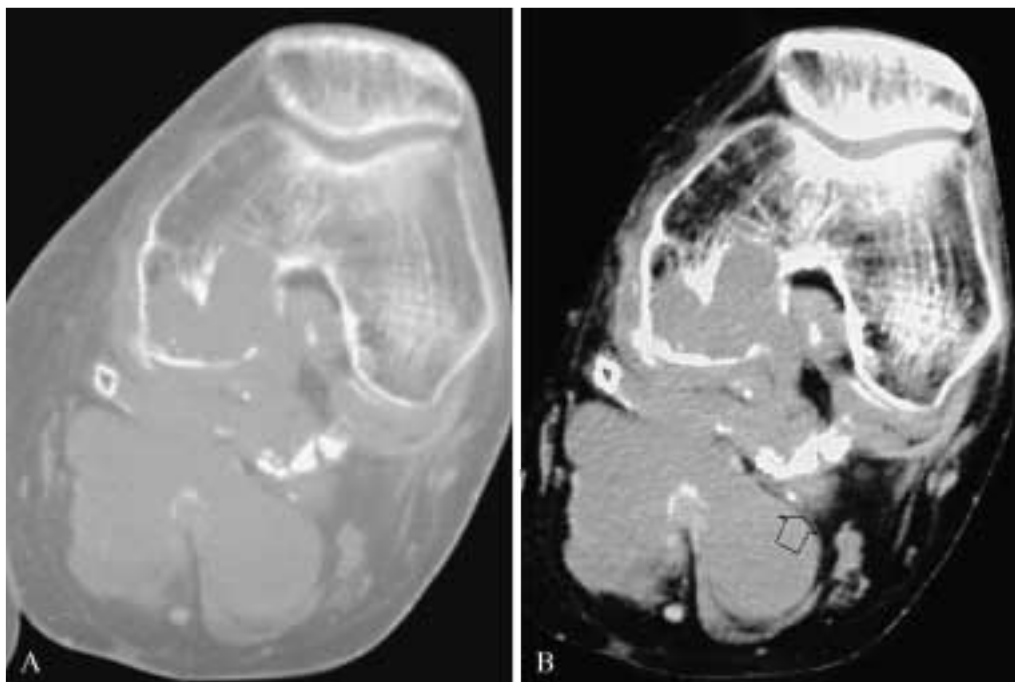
Quadro TC dopo somministrazione endovenosa di mdc. Finestra per osso (A) e per parti molli (B). In fase contrastografica è evidente una marcata disomogeneità di impregnazione della massa tumorale per la presenza di aree di necrosi e di calcificazioni intralesionali. La lesione determina una grossolana infiltrazione a livello del condilo femorale mediale (A). Inoltre, essa comprime e disloca il fascio vasculo-nervoso lateralmente (freccia) (B).
